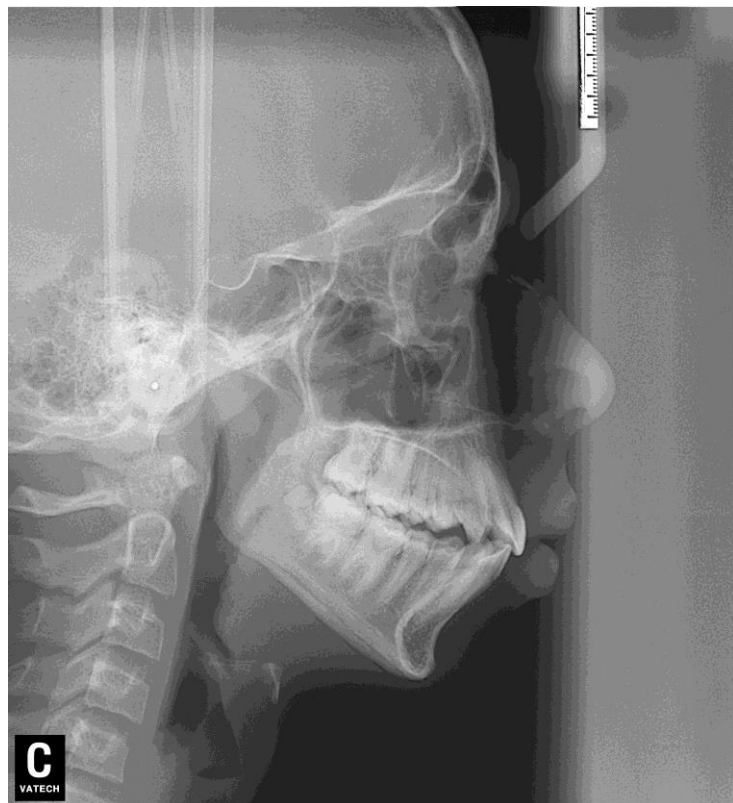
Teleradiografía pós Bionator.
